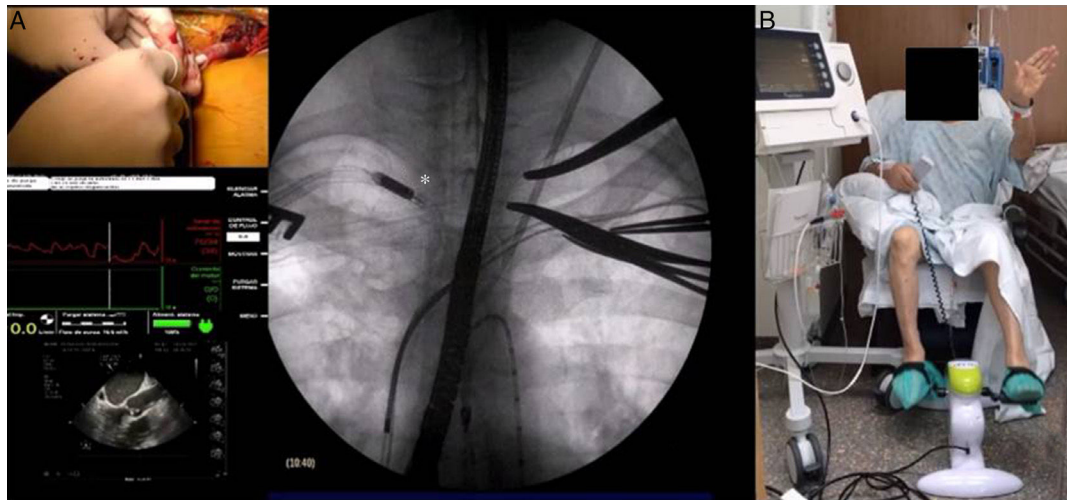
implante del dispositivo Impella CP guiado simultáneamente por fluoroscopia y por ecocardiografía transesofágica; se observa el avance de la bomba a nivel subclavio (asterisco). B: paciente realizando rehabilitación activa durante la asistencia con el dispositivo.
